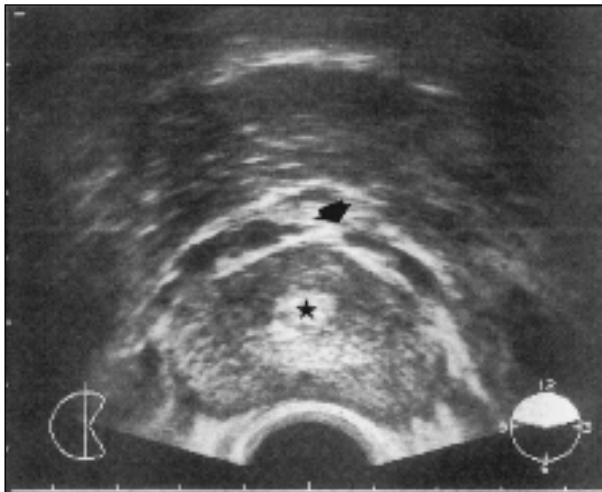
Ecografía TRUS, corte transversal. Varón de 38 años con diagnóstico clínico de prostatodinia. Glándula de morfología conservada con una zona hiperecogénica en su interior correspondiente a litiasis (*). No se observa crecimiento de TZ. Venas periprostáticas ostensibles (↓).
